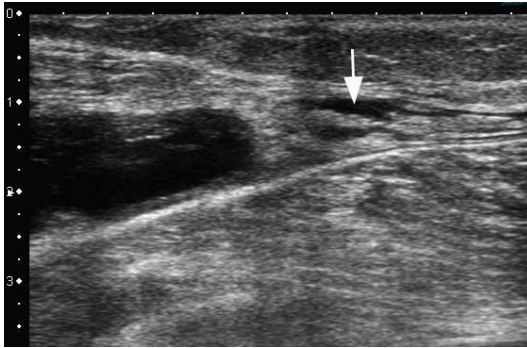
Quiste de Baker complicado. Ecografía modo B, plano sagital cara interna de pantorrilla, muestra quiste de Baker roto con pérdida de definición de su contorno distal y colecciones laminares líquidas adyacentes por edema (flecha).
